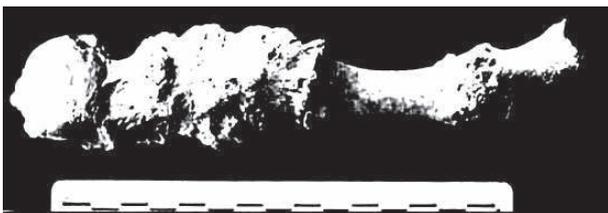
Thaon 18, ankylose médiale tarso-métatarsienne gauche, vue supérieure et radiographie.
